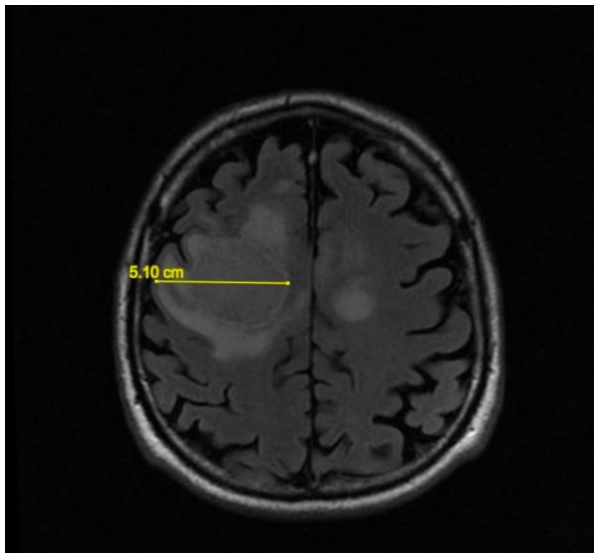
sezione assiale di MRI FLAIR con misurazione del diametro latero-laterale del GBM.
